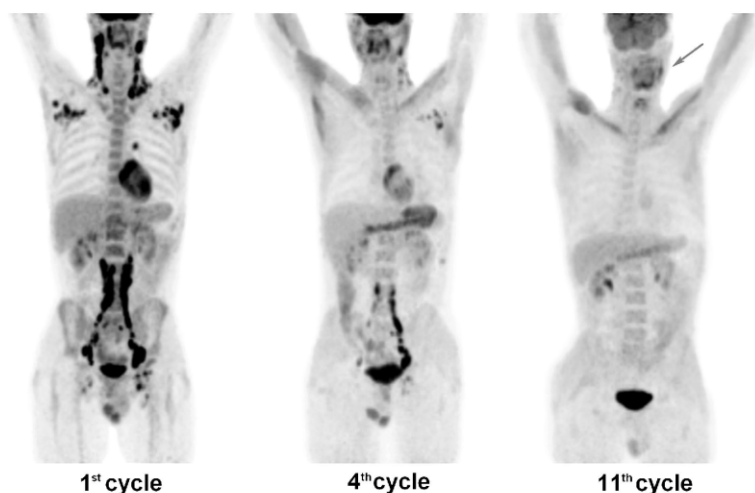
Treatment response of lenalidomide-based regimen documented on PET scans.
